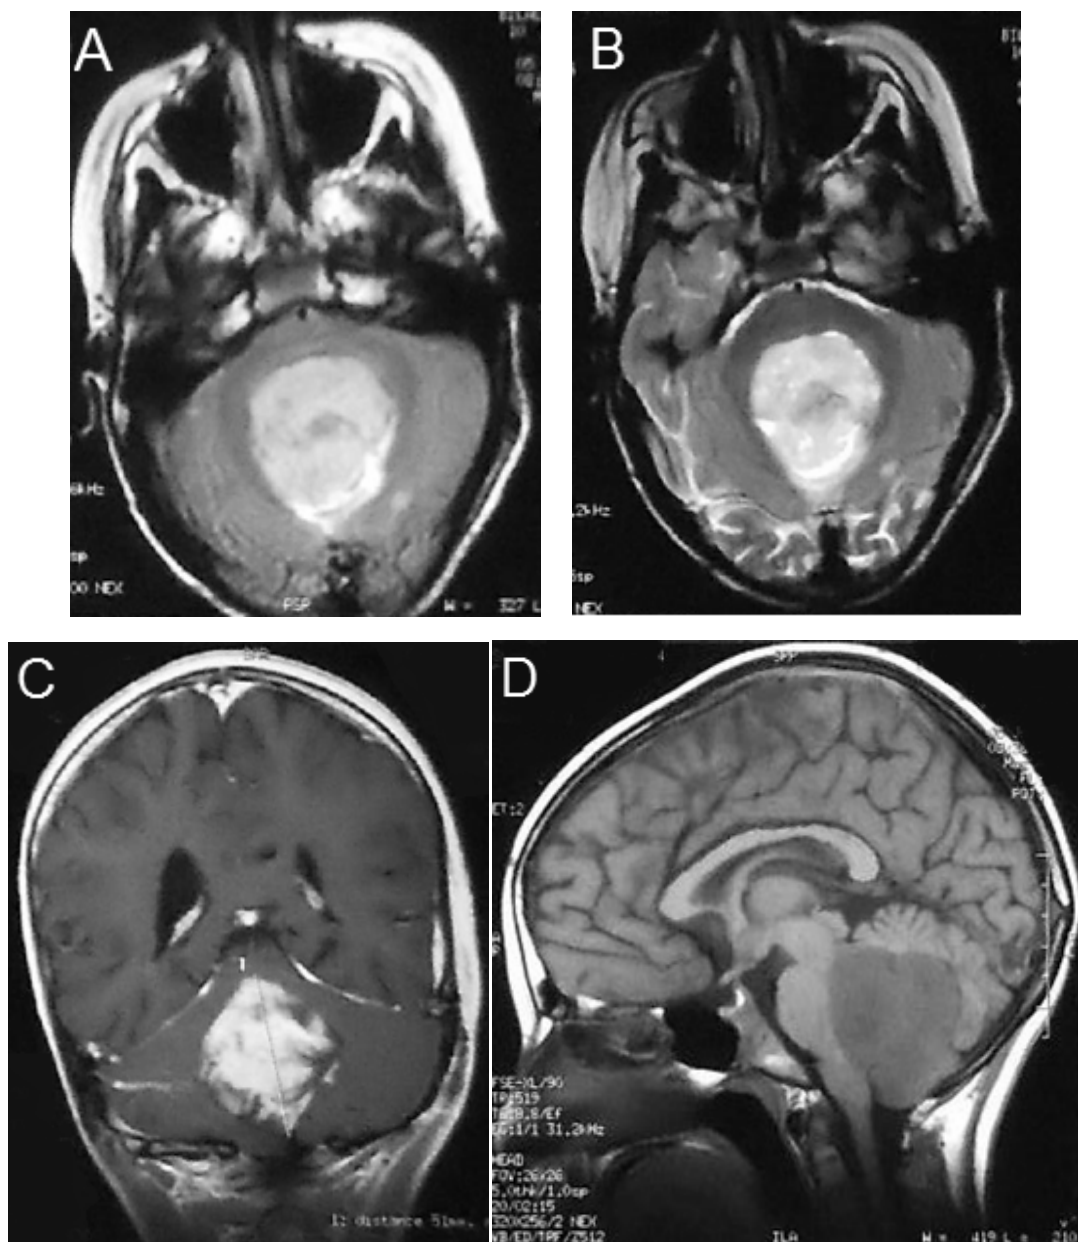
IRM en coupe axiale T2 Flair (A) T2 (B), coronale T1+GADO (C) et sagittale T1 (D) montrant un médulloblastome du V4 refoulant et infiltrant le TC.
